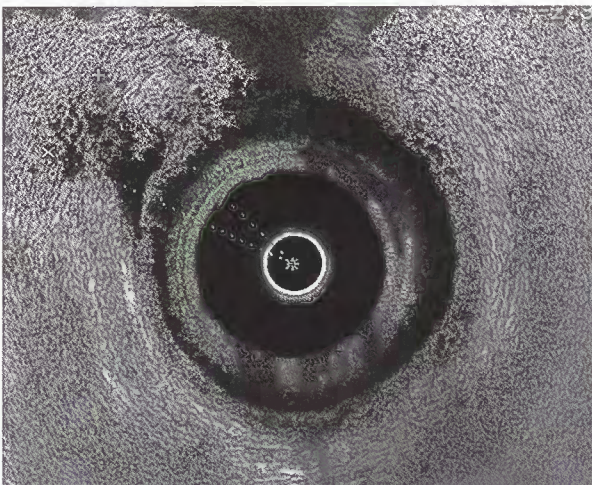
Endosonografisches Bild eines Defektes des Musculus sphincter externus nach Dammriss dritten Grades bei 10-11° in Steinschnittlage
